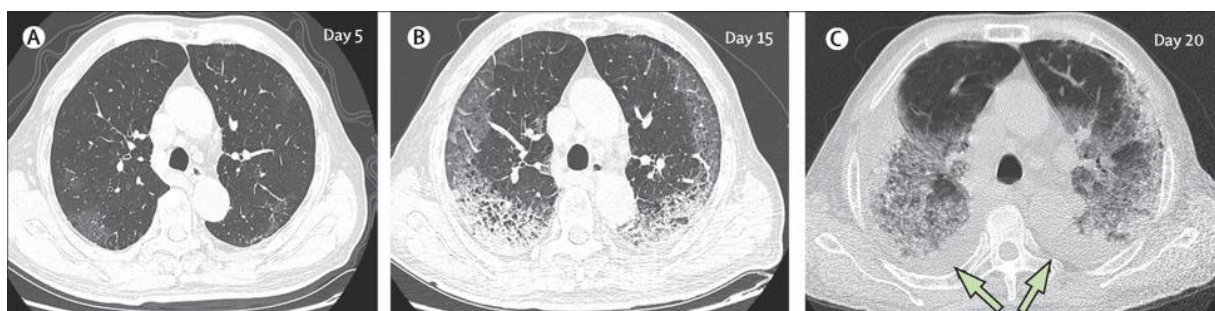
TDM en série en coupe transversale mince d'un homme de 77 ans (93) .
